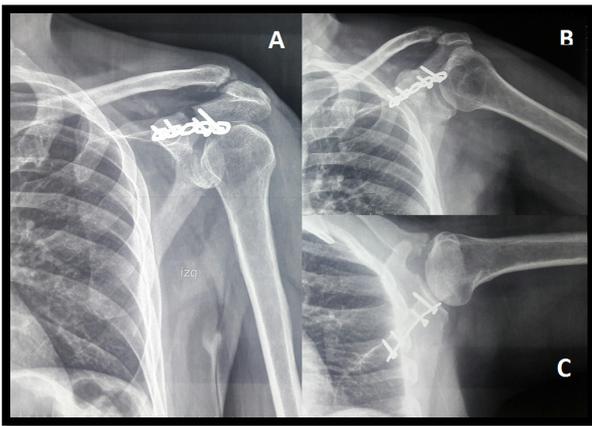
Radiografías de control a las cinco semanas, luego de la remoción de las clavijas. Proyección anteroposterior de hombro (A), Lateral (B), axilar (C).
